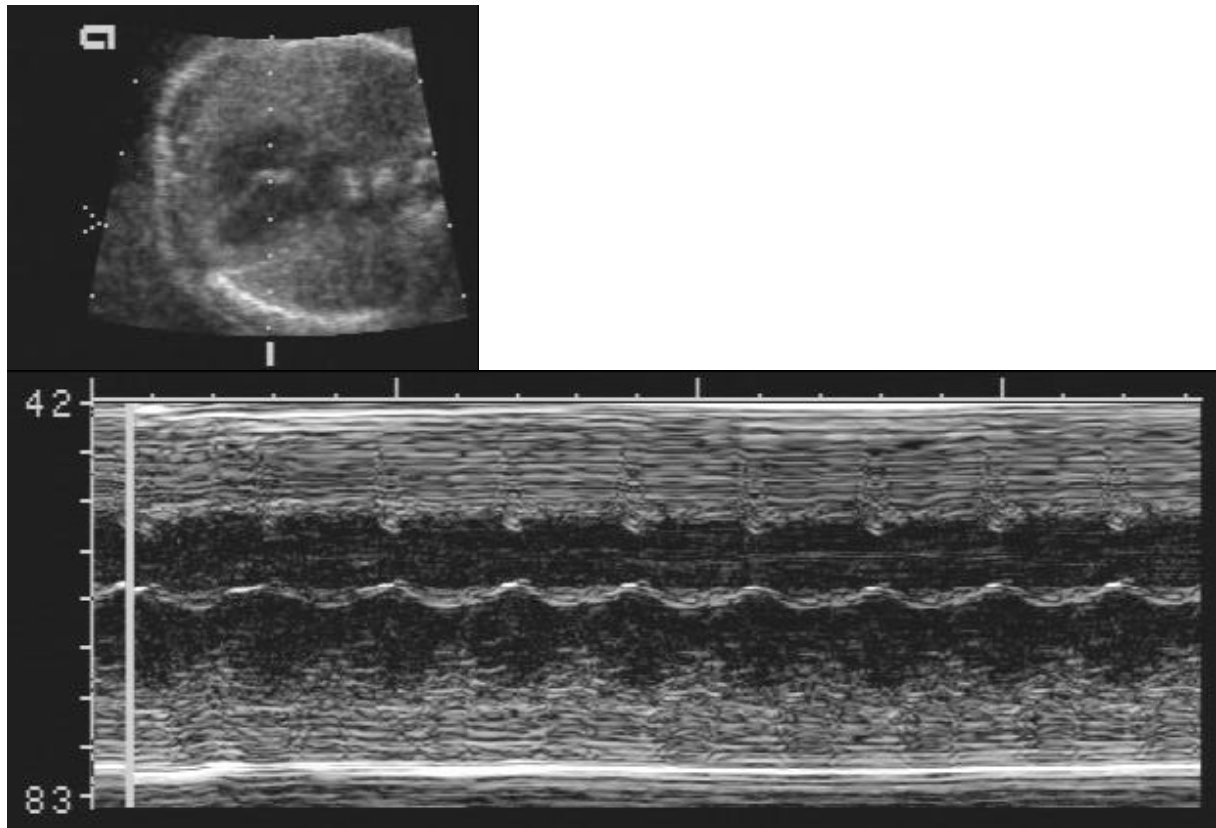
Der M-Mode wird durch die Ventrikelwand des 2D Bildes gelegt (Linie im oberen Teil der Abbildung) und eindimensional als Schichten dargestellt (unterer Teil) (aus P. Jeanty, Fetal Echocardiography I).
